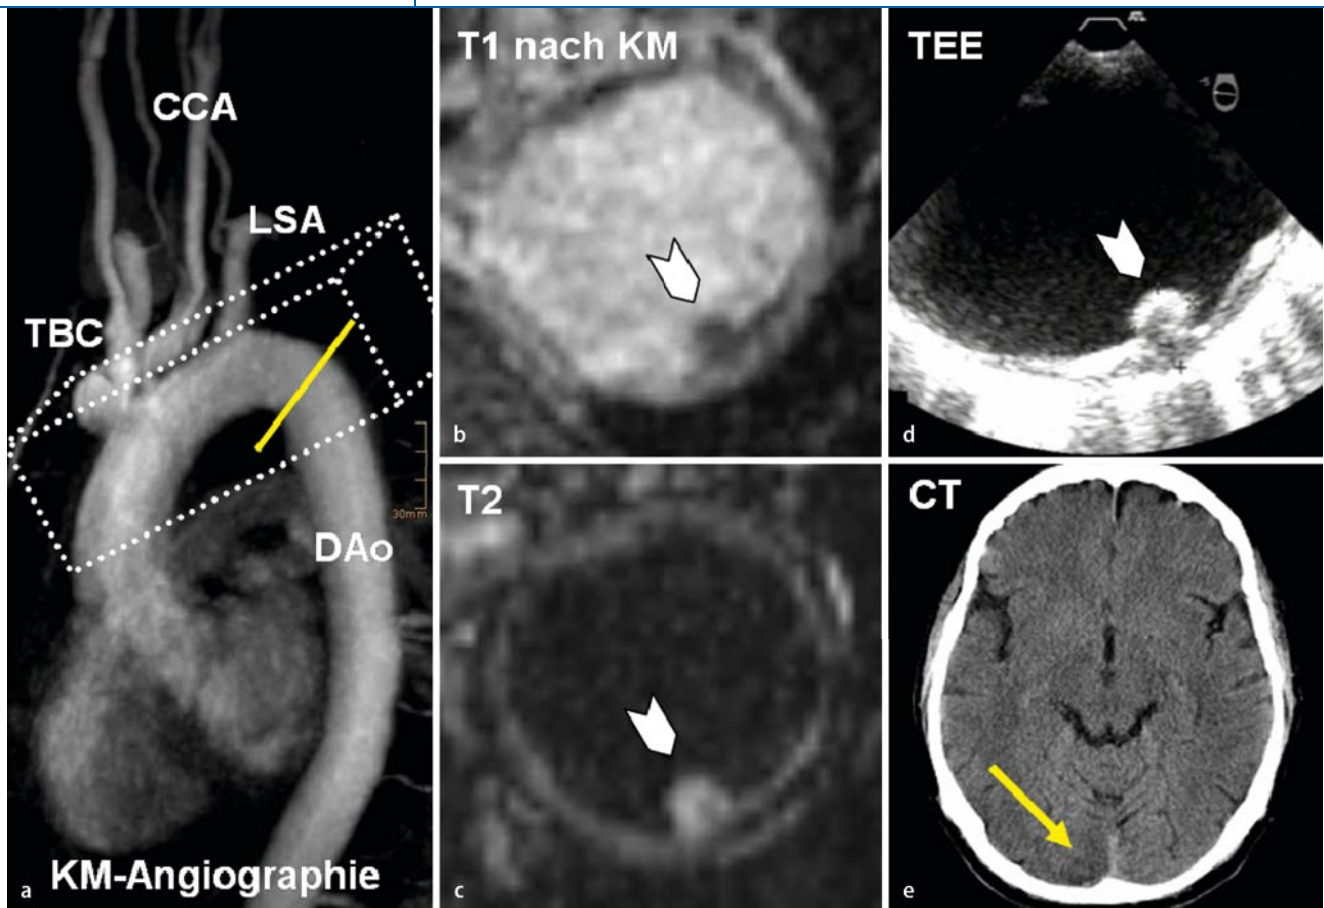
▲ Beispiel eines 69-jährigen Patienten, bei dem komplexe Plaques der Aorta descendens die einzige wahrscheinliche Schlaganfallursache darstellten. a Die KM-gestützte und zeitaufgelöste MR-Angiographie illustriert die Lage einer Plaque 2,5 cm distal des Abgangs der Arteria subclavia (gelbe Linie). Das 3D-Volumen (gestrichelte Linien) kann zur optimalen Positionierung der nachfolgenden T1-Sequenz an der individuellen Anatomie ausgerichtet werden. b, c In der T1- und korrespondierenden T2-Sequenz stellt sich eine 4 mm dicke Plaque mit aufgelagertem, flottierendem Thrombus dar. d Lokalisation und Plaquemorphologie stimmen präzise mit dem TEE-Bild überein (weißer Pfeil). e Passend zu dieser Hochrisikoemboliequelle findet sich im CT des Kopfes ein embolischer Posteriorinfarkt rechts (gelber Pfeil). TBC Truncus brachiocephalicus, CCA linke Arteria carotis communis, LSA linke Arteria subclavia
